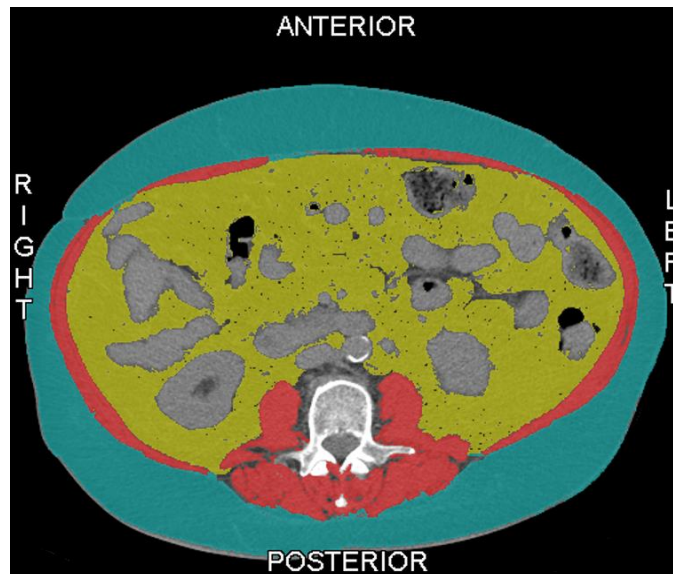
Beispiel einer Segmentierung eines CT-Scans mittels SliceOmatic 5.0. Die Muskulatur wird hierbei rot, viszerales Fett gelb und subkutanes Fettgewebe türkis dargestellt.
